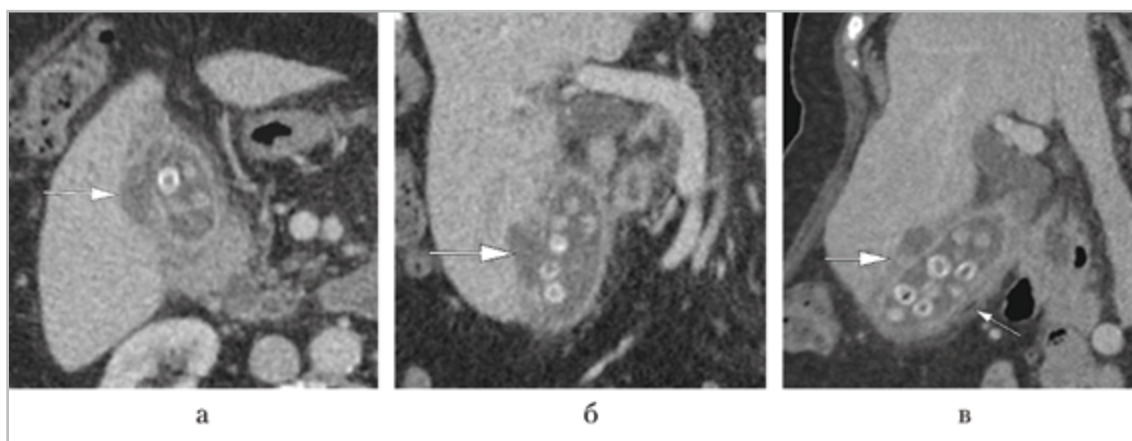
МСК-томограммы брюшной полости, венозная фаза контрастирования (мультипланарные реконструкции в аксиальной (а), фронтальной (б), сагиттальной (в) плоскостях) — в просвете желчного пузыря множественные конкременты, стенка пузыря утолщена, слоистая, с единичными пузырьками газа (*тонкая стрелка*). В теле пузыря визуализируется дефект стенки с формированием перивезикального абсцесса (*толстые стрелки*)
